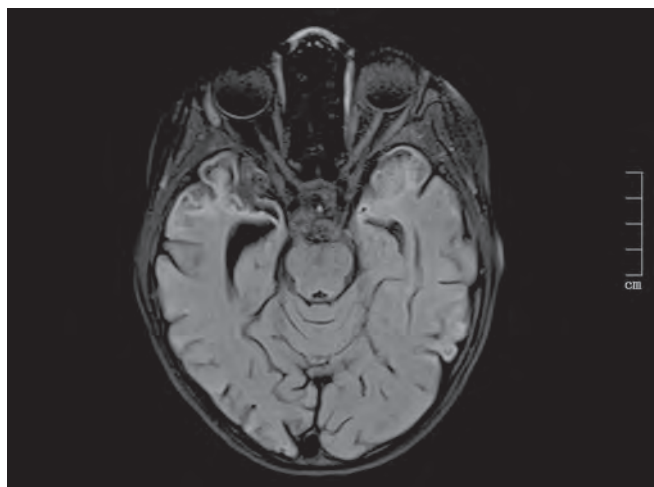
Контрольное МРТ-исследование пациентки спустя 2 мес. Отмечается положительная динамика в виде уменьшения ишемических/гипоксических изменений головного мозга
